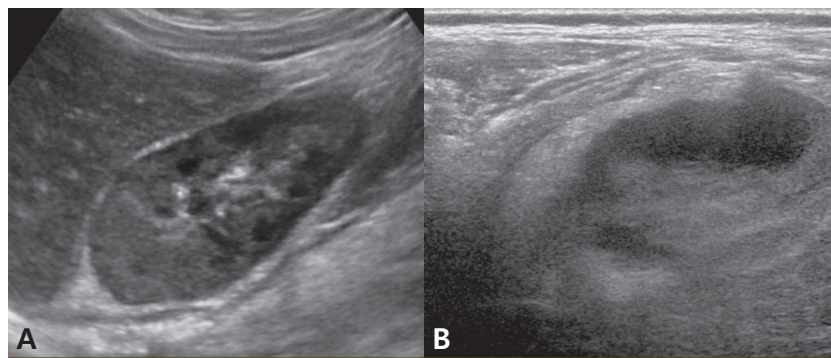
The ultrasonographic findings. On admission (A), diffuse swelling of right kidney upper pole was demonstrated. On the 9th hospital day (B), ultrasonogram showed diffuse swelling of right kidney upper pole with irregular hypoechoic area in periphery and right perirenal fat infiltrations near right kidney upper pole.
